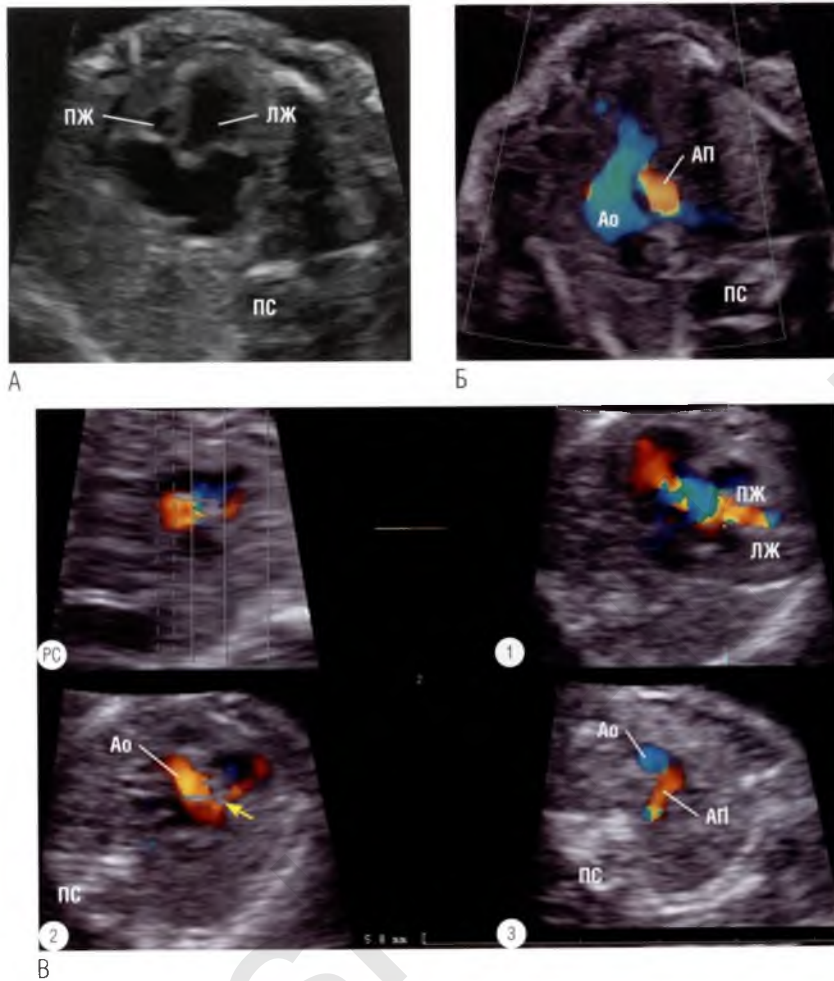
(А) Срез в четырехкамерной позиции. Обращает на себя внимание малый размер правого желудочка (ПЖ). (Б) При ЦДК кровотока обнаружены уменьшение диаметра артериального протока (АП) и ретроградный кровоток в его просвете. Данное клиническое наблюдение — пример атрезии легочной артерии с интактной межжелудочковой перегородкой. (В) Серия из трех параллельных томографических ультразвуковых срезов. На срезе в четырехкамерной позиции ① определяется расширение отделов сердца из-за умеренной (ближе к тяжелой) степени трикуспидальной регургитации, которая четко определяется при ЦДК кровотока. В данном случае трикуспидальная регургитация связана с аномалией Эбштейна. На срезе ② показаны устье аорты (Ао) и небольшой дефект межжелудочковой перегородки (*стрелка*). На срезе через три сосуда ③ определяется ретроградный кровоток в артериальном протоке малого диаметра. При исследовании кровотока через клапан легочной артерии выявить антеградный кровоток не удалось. Данное клиническое наблюдение — пример атрезии легочной артерии в сочетании с аномалией Эбштейна. ЛЖ — левый желудочек; ПС — позвоночный столб; РС — референсный срез.
